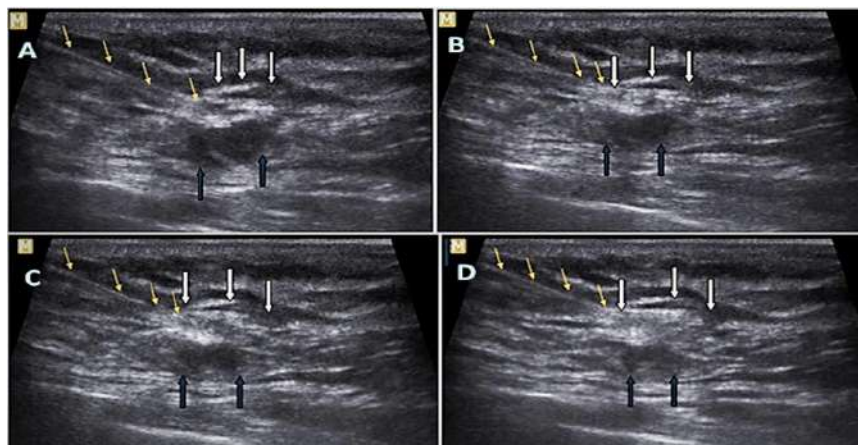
Secuencia de administración de carbón vegetal (1 cc.) guiado por ultrasonido de ganglio linfático metastásico en axila. A) Posicionamiento de aguja fina 23 G (flechas amarillas) en tejido circundante, peri ganglionar, en un punto cenital en relación al ganglio (flechas blancas), el borde inferior del ganglio se señala con flechas azules. B) Se observa formación de imagen ecogénica en parte superior de ganglio metastásico al administrar el carbón con discreto desplazamiento del mismo en sentido inferior. C) Aumento de la imagen peri ganglionar superior por efecto de infiltración del carbón. D) Al finalizar la administración del carbón la imagen ecogénica, cenital en relación al ganglio, se hace más prominente con mayor desplazamiento del ganglio en sentido inferior
